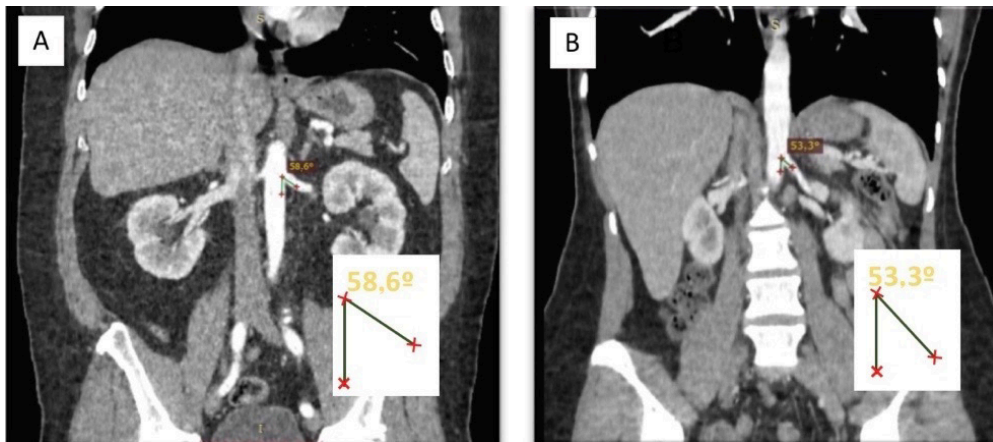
Tomografia computadorizada contrastada de abdômen em corte coronal, comparando as medidas do ângulo de origem da artéria renal esquerda (ARE) em pacientes de ambos os sexos entre 61 e 70 anos. (A) ângulo de origem da ARE em um homem; (B) ângulo de origem da ARE em uma mulher.
